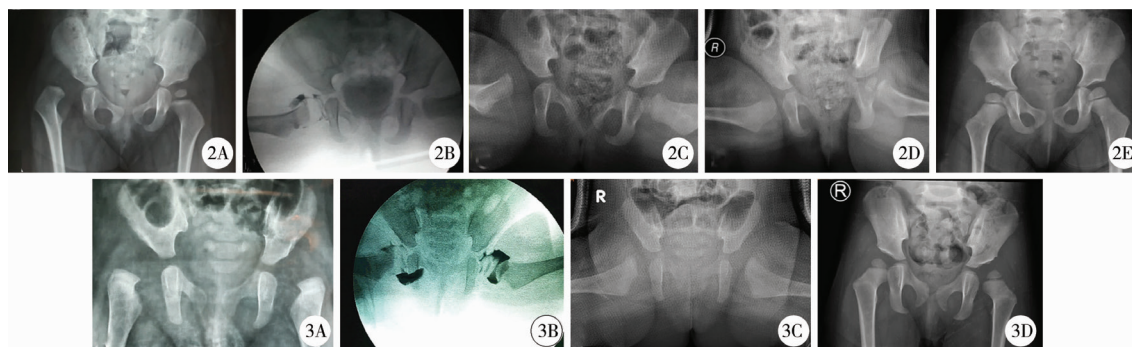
15月龄女童DDH的系列X线片 A:15月龄女童的术前骨盆正位X线片,显示右侧髋关节全脱位;B:术中关节造影显示复位符合Bowen标准,故采用闭合复位石膏固定术,但IOS为Ⅲ度;C:术后发生再脱位;D:改行切开复位石膏固定术;E:术后2年复位良好 图3 5月龄女童DDH的系列X线片 A:5月龄女童患有双侧DDH,根据“三线一点”法^[7]分型,左侧全脱位,右侧半脱位;B:术中关节造影显示左侧IOS为Ⅲ度,右侧为Ⅰ度;C:给予左髋切开复位、右髋闭合复位联合人类位石膏固定,双髋复位良好;D:术后2年复位良好
